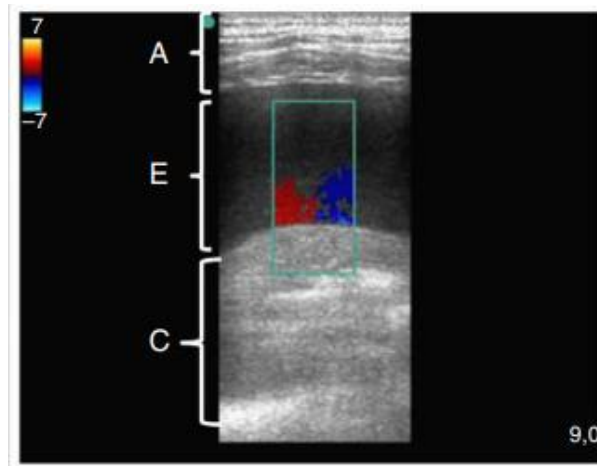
Derrame pleural detectado mediante doppler color³⁰⁰.
